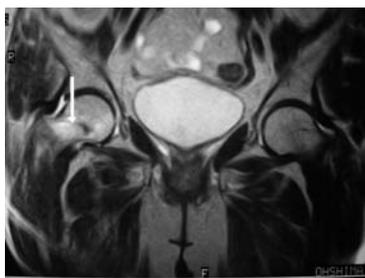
大腿骨頸部不顕性骨折のMRI像 矢印→骨折部
